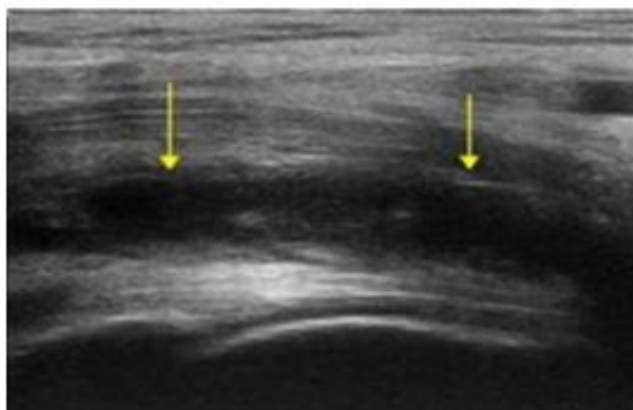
Imagem ilustrativa do método de ultrassonografia, demonstrando uma lesão do músculo vasto medial. Fonte: Bandeira et al., 2013.
